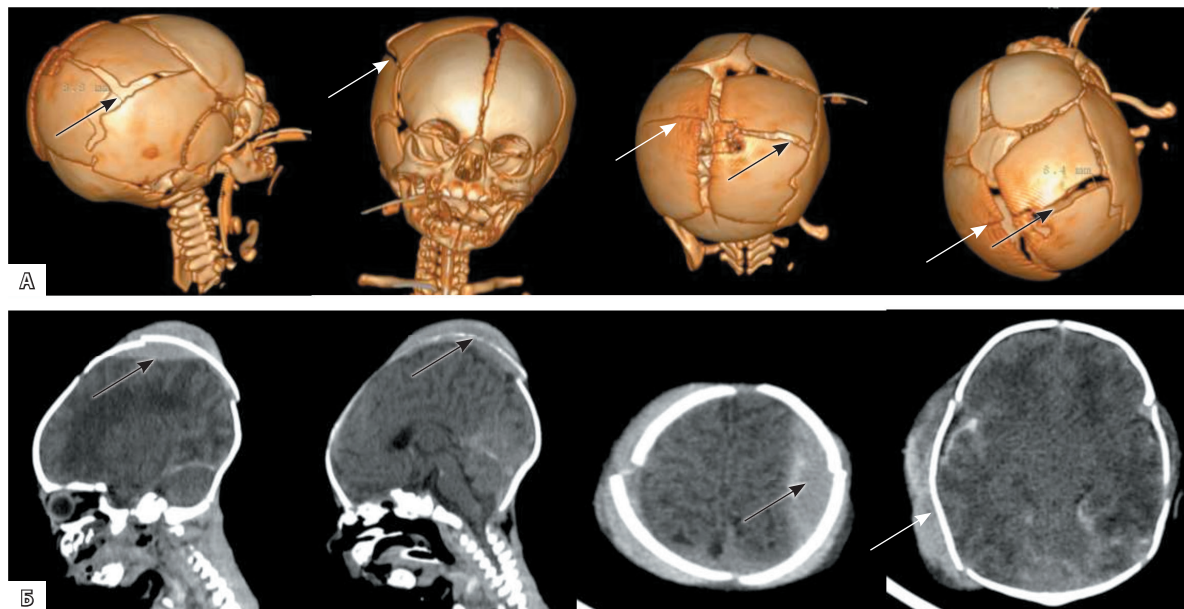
Пациент Ш., 1-й день жизни. Мультиспиральная компьютерная томография головы: А – 3D-реконструкция костей черепа, стрелки указывают на переломы теменных костей черепа; Б – компьютерно-томографические изображения головного мозга в сагиттальных и аксиальных срезах, стрелки указывают на эпидуральную и подкожную гематому
